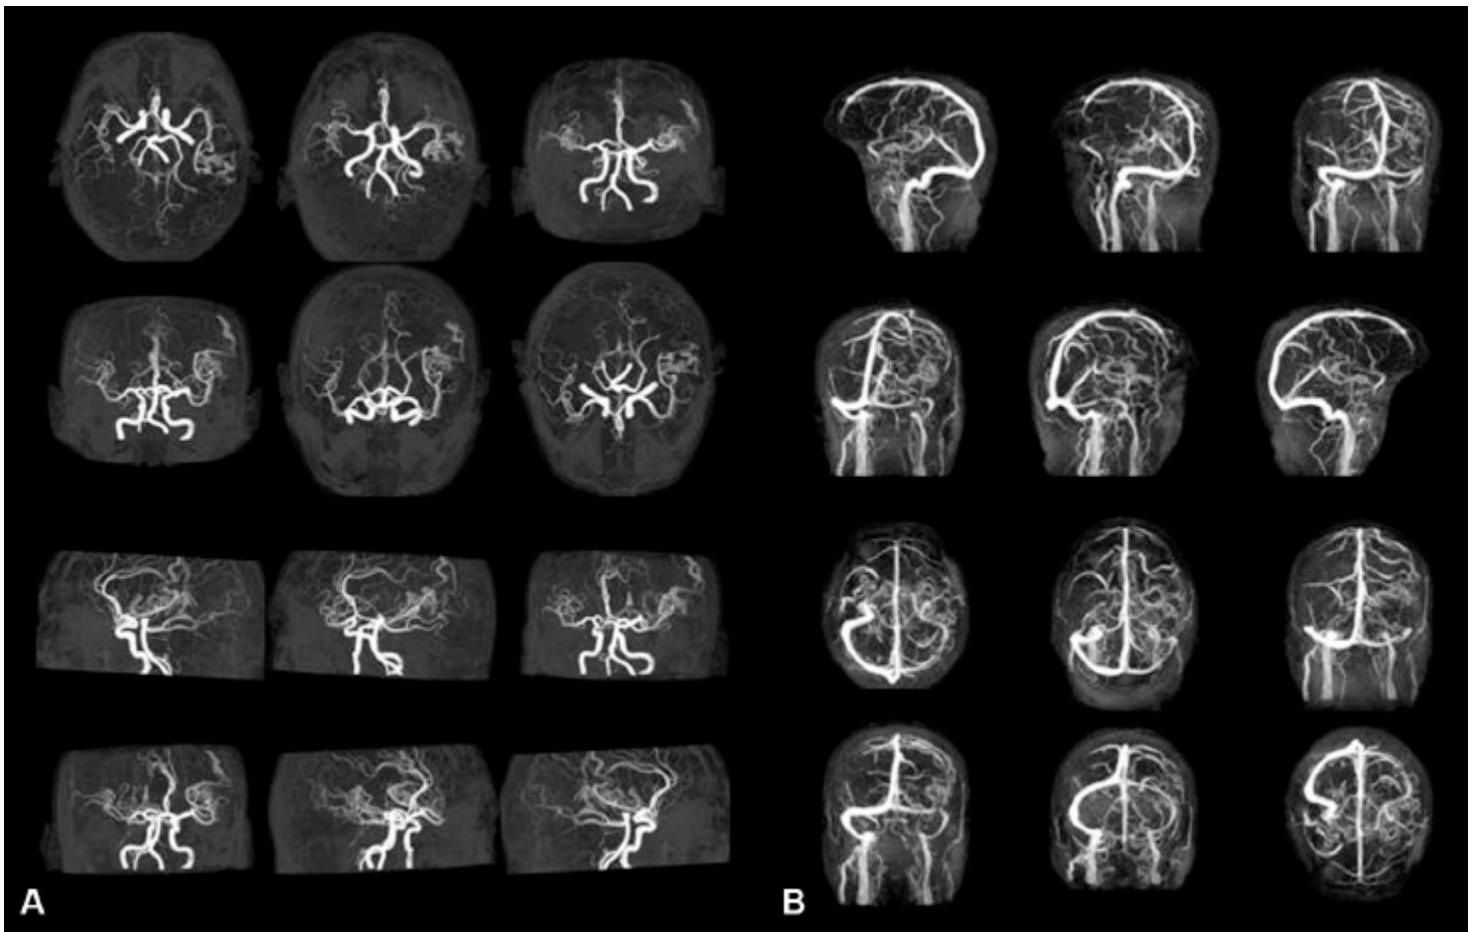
Angiorressonância de paciente adulto normal. Aquisições sequenciais mostrando o enchimento do leito arterial (A) e do leito venoso (B). O sinal de fundo produzido pelo compartimento extravascular foi suprimido para se delinear a estrutura vascular. (Imagem cedida pela Professora Fernanda Tovar Moll do Instituto D’Or de Pesquisa e Ensino [IDOR] e ICB-UFRJ.)
